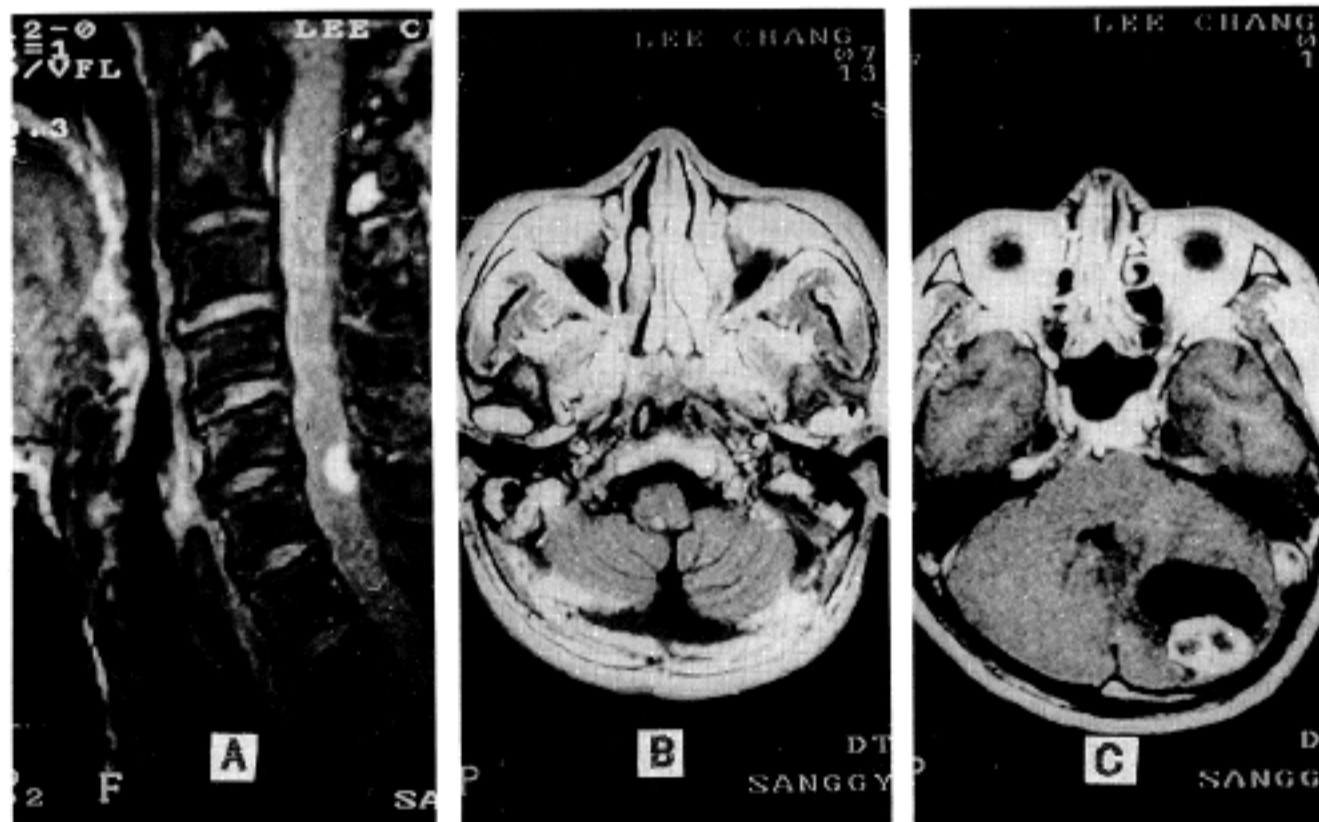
Gadoxolium-enhanced T1-weighted magnetic resonance imagings reveal two separate enhancing solid nodules in the cervical spinal cord at the 5-6th level(A) and in the medulla oblongata(B), and a nonenhancing cystic mass with an enhancing mural nodule in the right cerebellar hemisphere(C).
